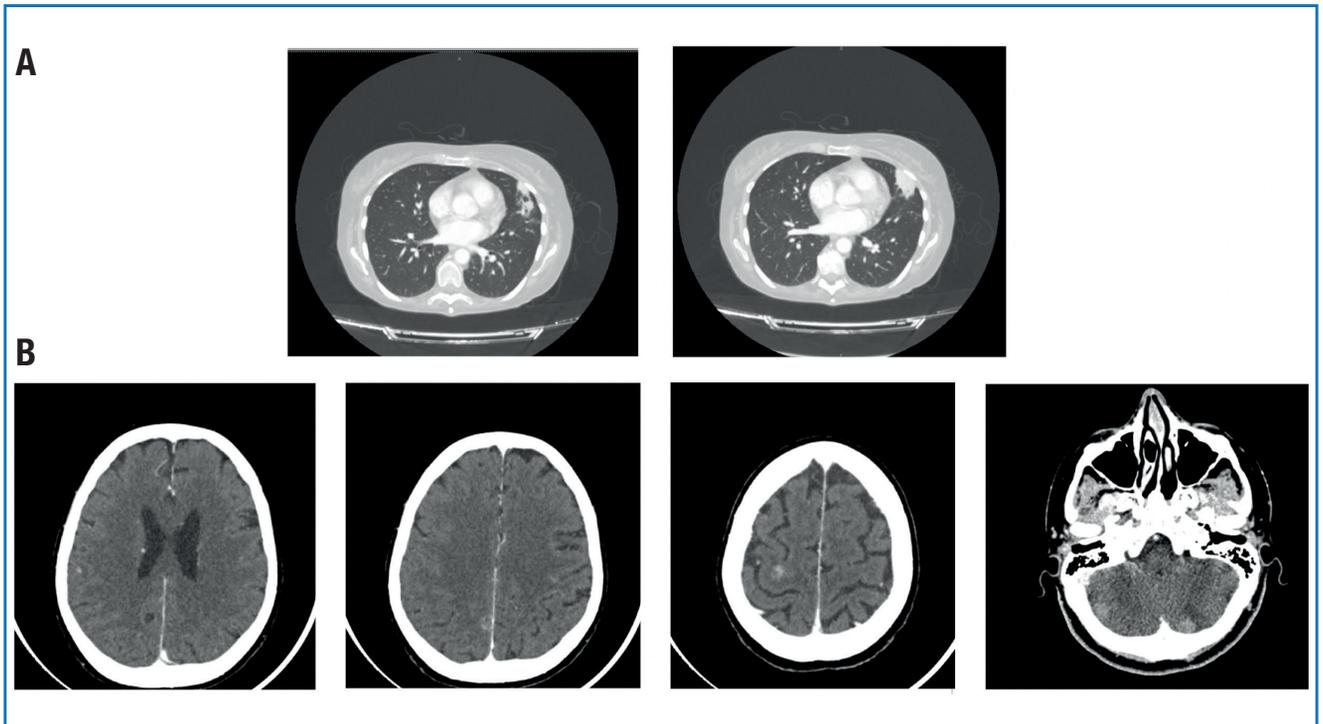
TAC del settembre 2017 con evidenza di (A) secondarismi polmonari e (B) secondarismi cerebrali.
